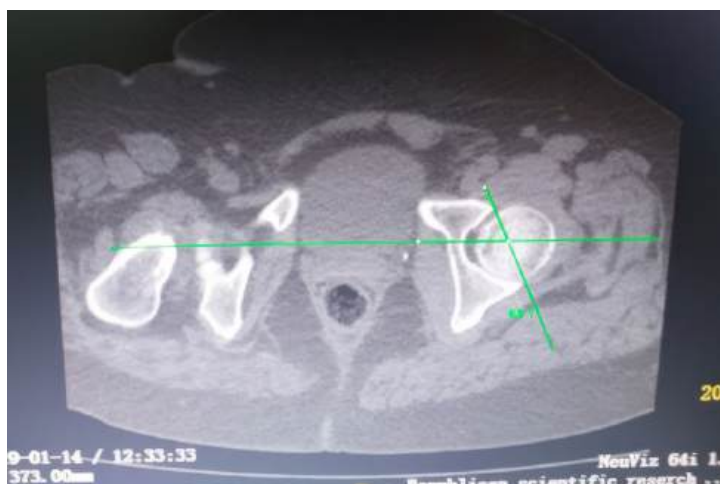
Аксиальная проекция МСКТ. Передний вход угол инклинации 66°.
